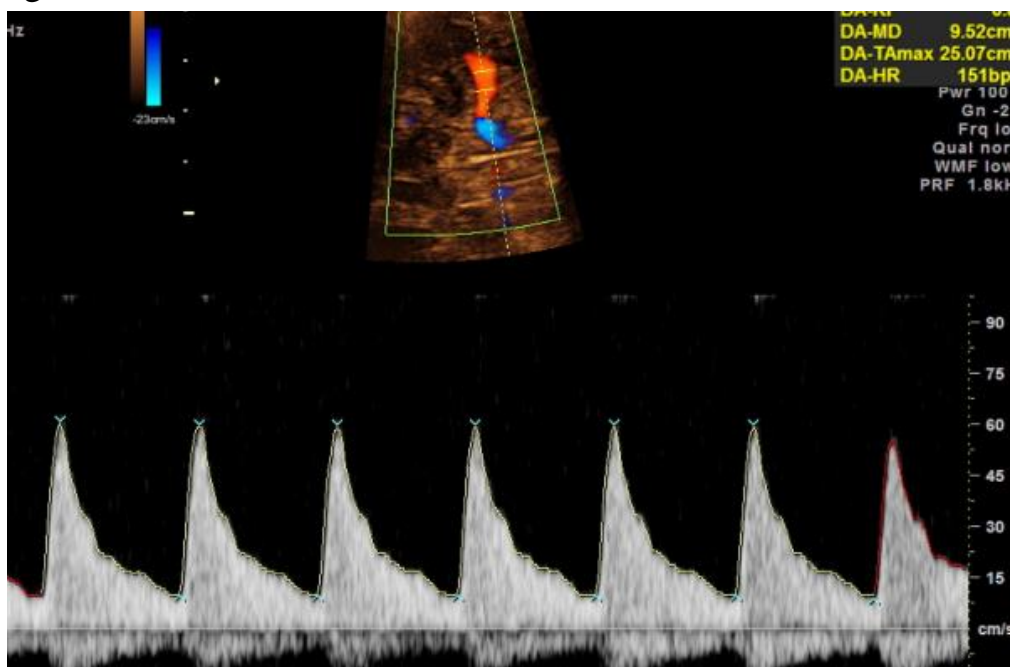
Khảo sát Doppler động mạch rốn thai nhi [29]
